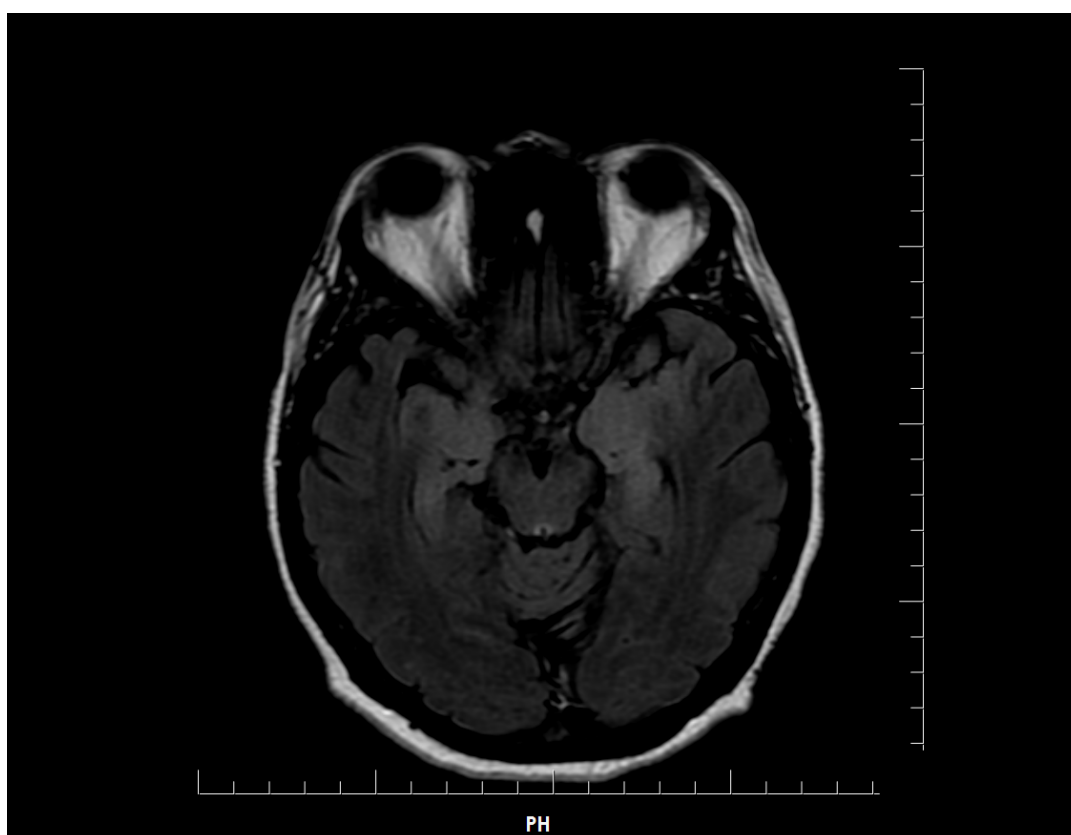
Ressonância magnética de crânio – Sequência FLAIR: evidenciam-se lesões com hipersinal em região temporal mesial bilaterais e simétricas
